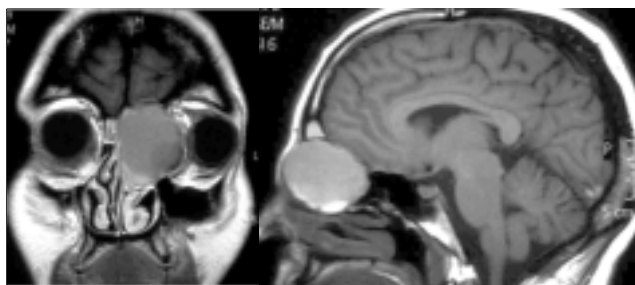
IRM de encéfalo con proyección sagital y coronal de mucocele frontoetmoidal.
